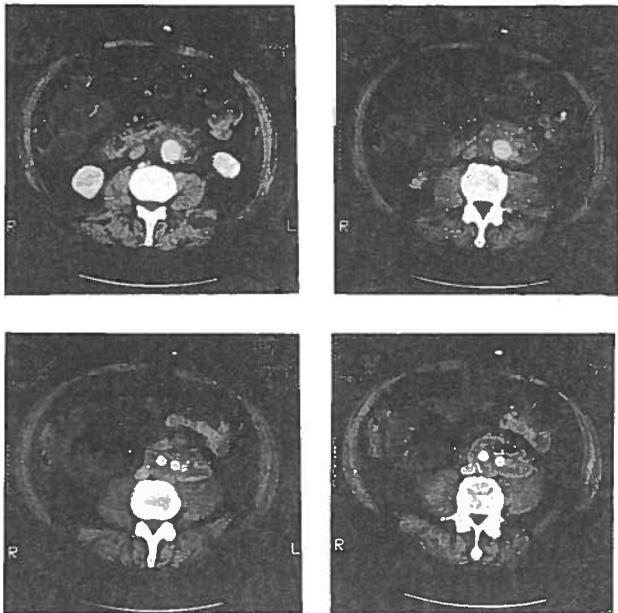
Interesse da TC na detecção de complicações. Prótese aorto-bi-iliaca com heterogeneidade periprotésica. Na imagem superior esquerda observa-se, adjacente à prótese, além de espessamento dos tecidos, imagem de ar sugestiva de infecção.
